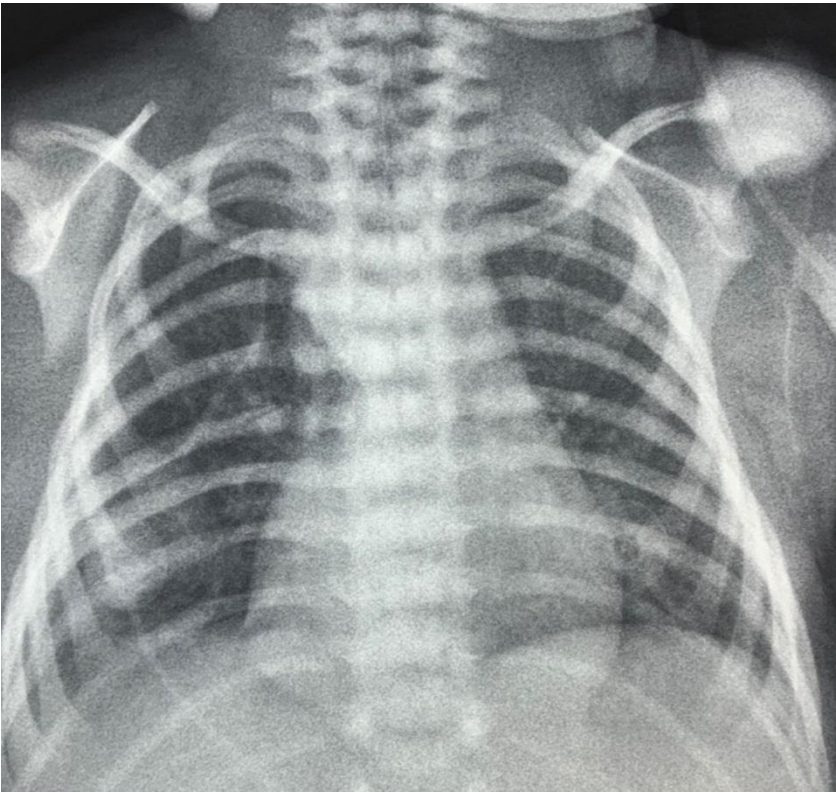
Se observa Tele radiografía de tórax postquirugica se encuentra sin alteraciones parenquimatosas aparentes.
